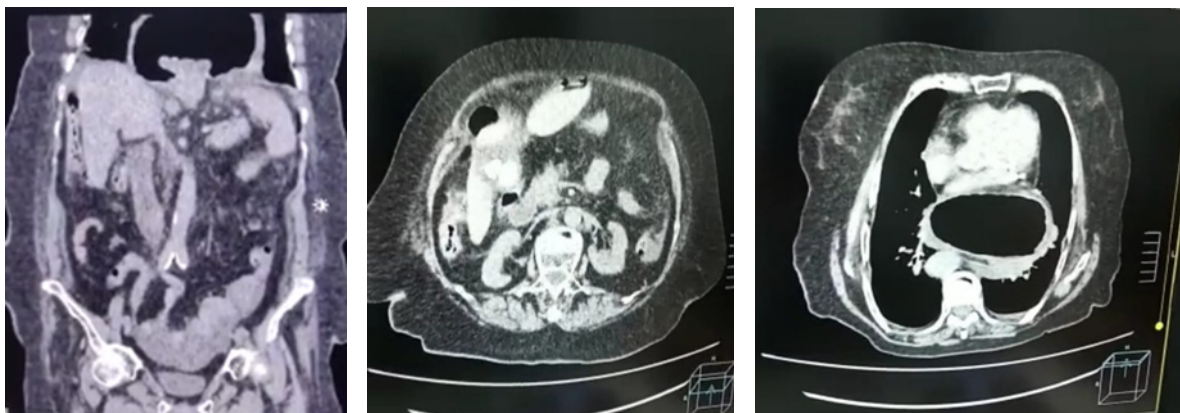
Tomografía simple de abdomen, donde se evidencia hernia Hiatal y colecistolitis reagudizada (identificada por las flechas rojas).
